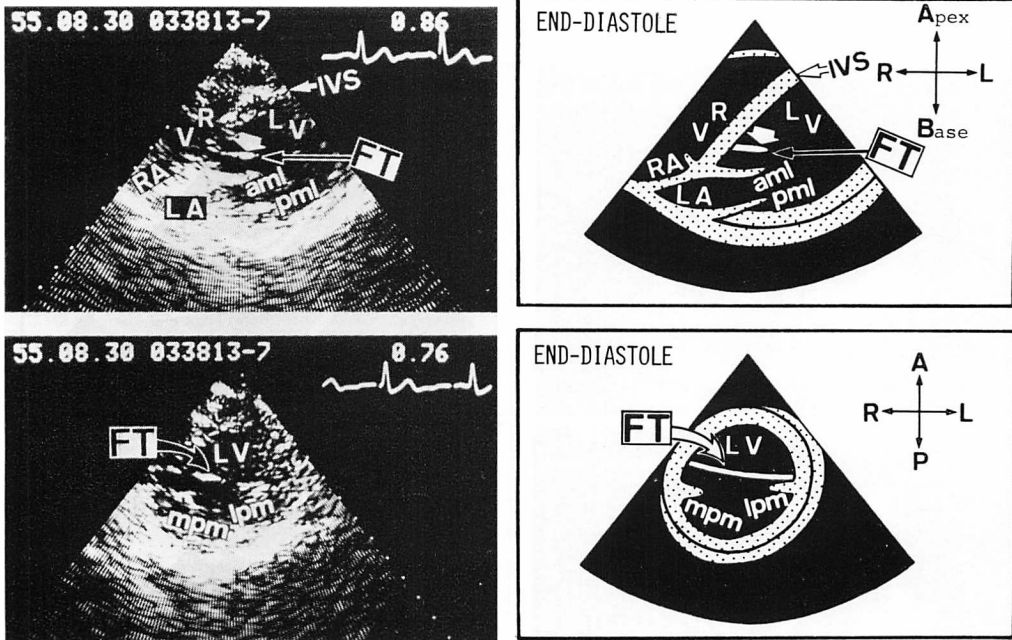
Two-dimensional echocardiograms from the four chamber (top) and short axis views (bottom).
